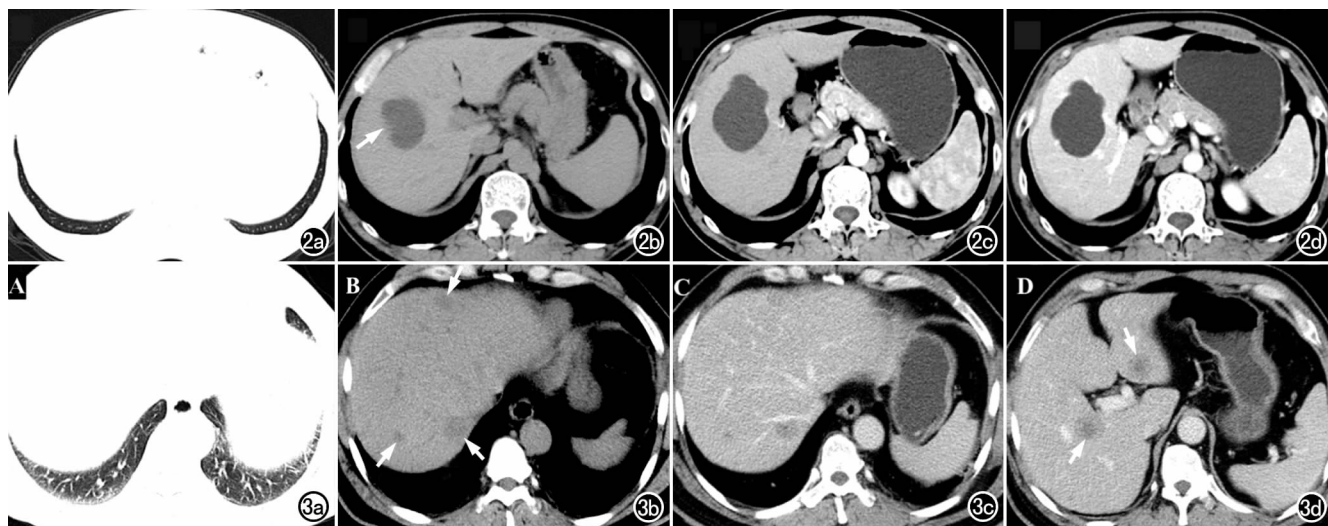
男,53 岁,双侧肺气肿患者。a)胸部 CT 平扫肺窗图像,双肺下叶透亮度增加,其内未见异常结节及肿块影;b)纵隔窗图像发现肝右叶类圆形低密度灶,边界清晰(箭),考虑肝囊肿可能;c)3 个月后随访上腹部 CT 增强动脉期,显示病灶无强化,边界清晰;d)随访门脉期显示病灶无明显强化,考虑肝囊肿。图 3 女,49 岁,左肺中央型肺癌患者。a)胸部 CT 平扫肺窗图像,显示双肺下叶未见明显异常;b)纵隔窗图像显示肝内多个稍低密度结节(箭),边界欠清;c)上腹部 CT 增强扫描门脉期,显示肝左内叶及肝右叶病灶边缘呈轻度~中度环形强化,部分病灶中心未见明显强化;d)平衡期(延迟期)显示肝内病灶边界欠清晰,边缘呈轻度~中度强化,中央呈稍低密度(箭),呈“牛眼征”改变,结合病史考虑转移性肝癌。
